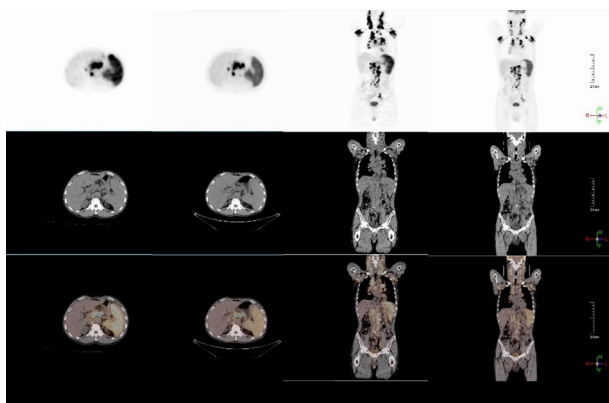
RAY-SCAN 64 PET/CT与国外某公司1的临床图像对比,其中a1, a2, a3分别为锐视康公司的PET、CT、PET-CT的横断面图像, b1, b2, b3分别为国外某公司1的PET, CT, PET-CT的横断面图像, c1, c2, c3分别为锐视康公司的PET, CT, PET-CT的冠状面图像, d1, d2, d3分别为国外某公司1的PET,CT,PET-CT的冠状面图像。
